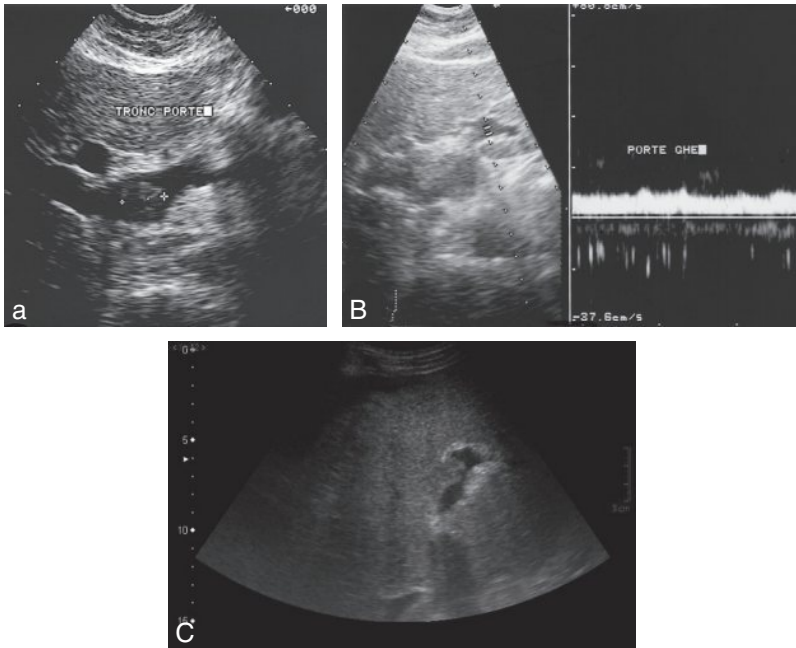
Thrombose portale en échographie.
